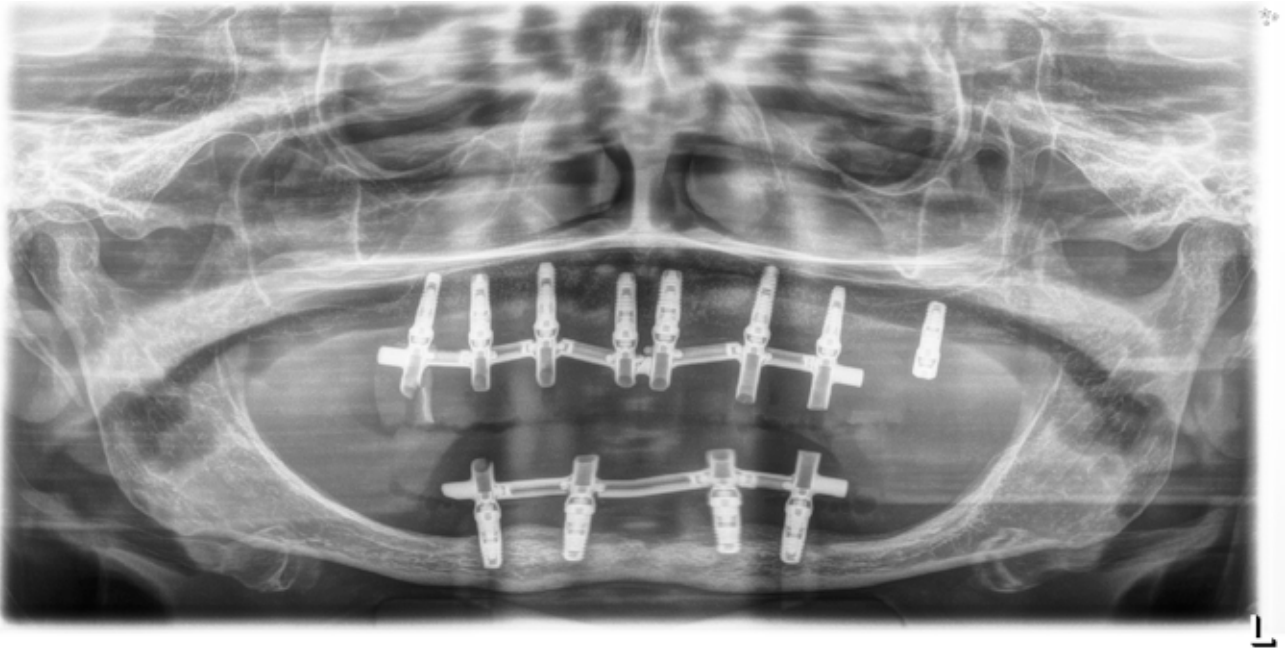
Radiografía con la prótesis de carga progresiva y carga inmediata inferior.
